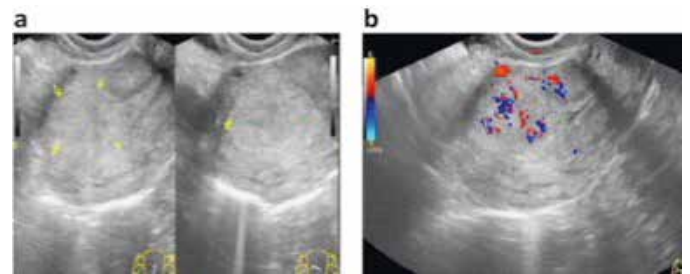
Características ultrassonográficas do TTSP. (A) em escala de cinza, a lesão está localizada na parede anterior do útero e apresenta-se como uma massa sólida hiperecogênica com bordas indistintas (entre os cursores). (B) Ao Doppler Colorido: os sinais abundantes do Doppler do fluxo sanguíneo apresentam-se dentro dos limites do tumor ao invés de na periferia. Esse sinal é chamado “sinal não periférico do Doppler”<sup>15</sup>.
